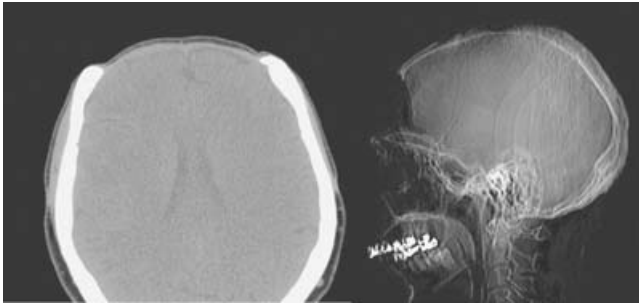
Tomografía computarizada que muestra defecto óseo frontal secundario a osteorradionecrosis; el diagnóstico oncológico fue estesioblastoma Cadish C.
